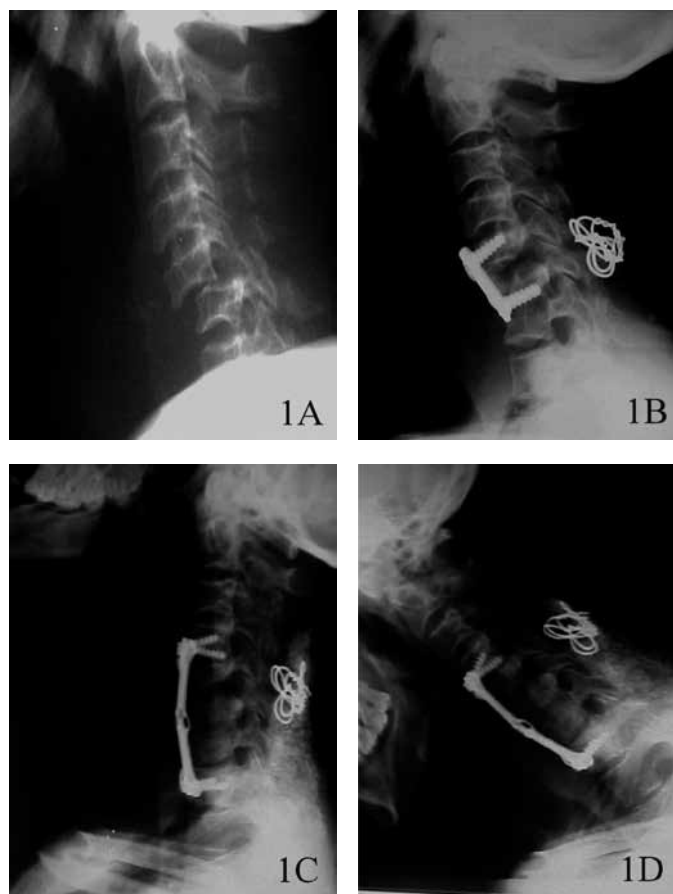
Radiografias em perfil da coluna cervical evidenciando luxação C5C6 (A); redução cirúrgica com artrodese anterior e posterior (B); osteomielite cervical evidenciando ressecção C5C6C7 e artrodese anterior C4T1 (C); e limitação da flexão para permitir intubação traqueal (D).
